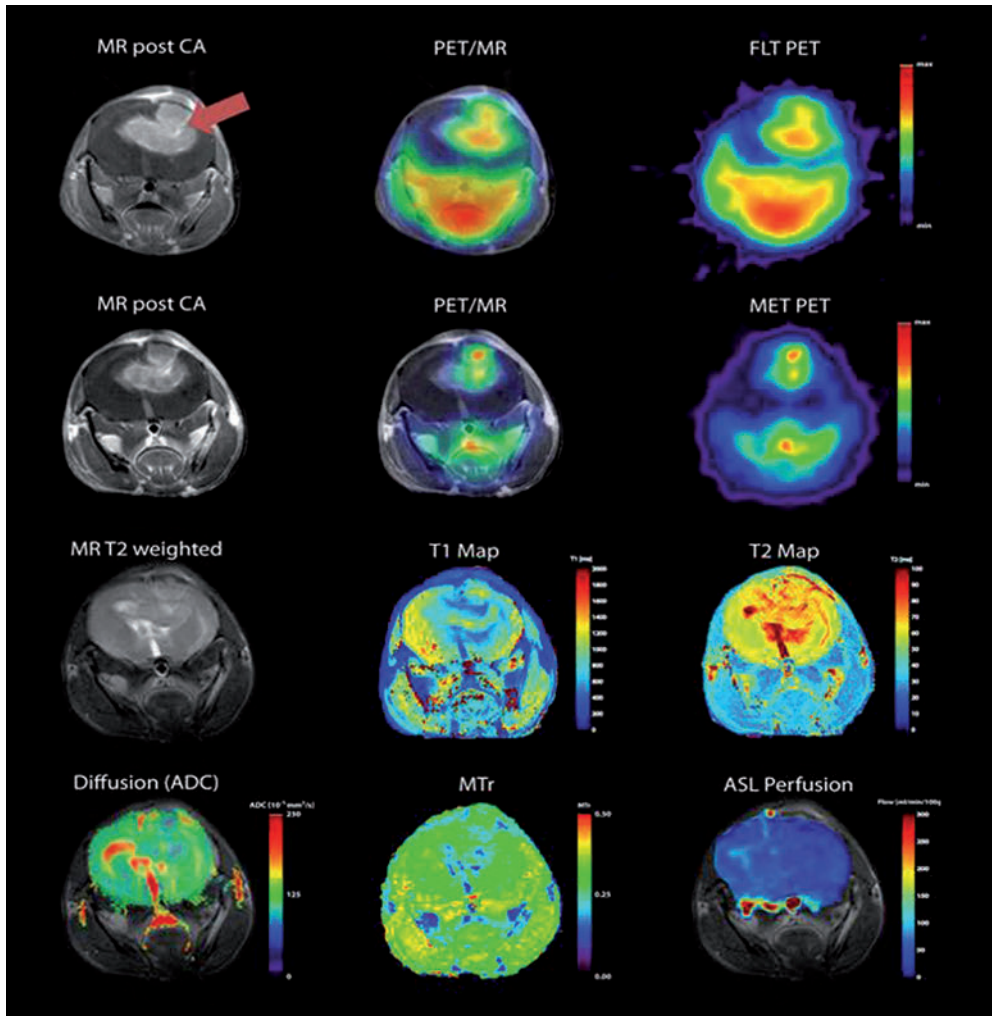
Darstellung eines Hirntumors bei der Maus (*roter Pfeil*) mit PET/MR. Mit Hilfe einer Untersuchung können 8 verschiedene funktionelle, molekulare und morphologische Parameter aufgenommen werden, um die Eigenschaften des Tumors möglichst genau zu charakterisieren. Dadurch lassen sich Therapiestrategien patientenindividuell anpassen. Bild verändert nach WEHRL et al. 2010.
